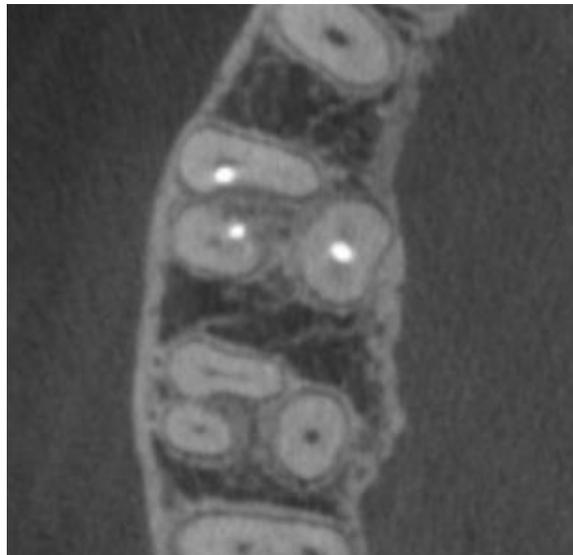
Tomografia computadorizada do tipo cone beam
